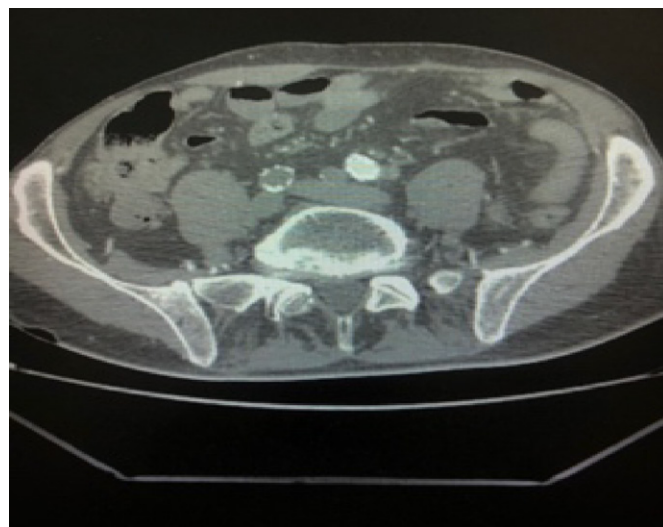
МСКТ с внутривенным контрастным усилением перед оперативным лечением
